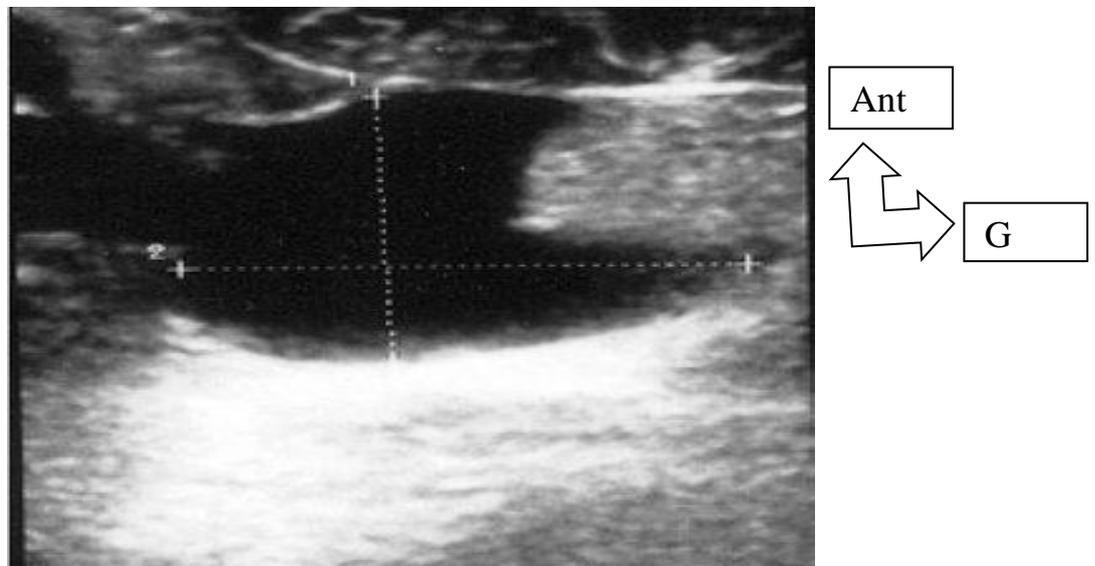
image échographique d'une collection trouble péritonéale
